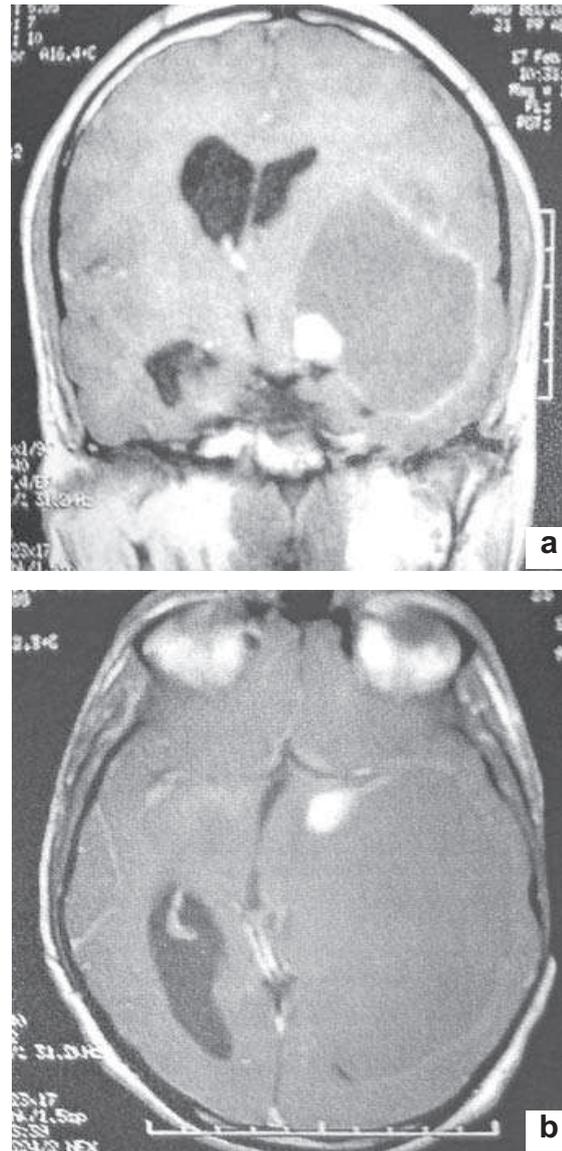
IRM cérébrale en coupe coronale avec injection de gadolinium (A), en coupe axiale séquence flair (B) : image kystique avec nodule mural et effet de masse sur le voisinage sans œdème périlésionnel.
